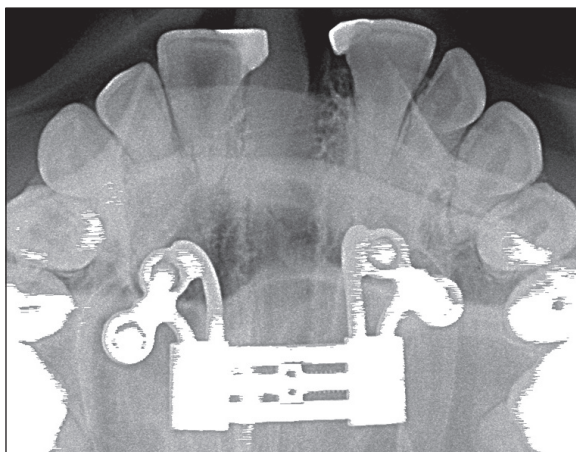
X-ray. After activating the hyrax for 9 millimeters, an opening of the maxillary suture of precisely 9 mm is visible.
